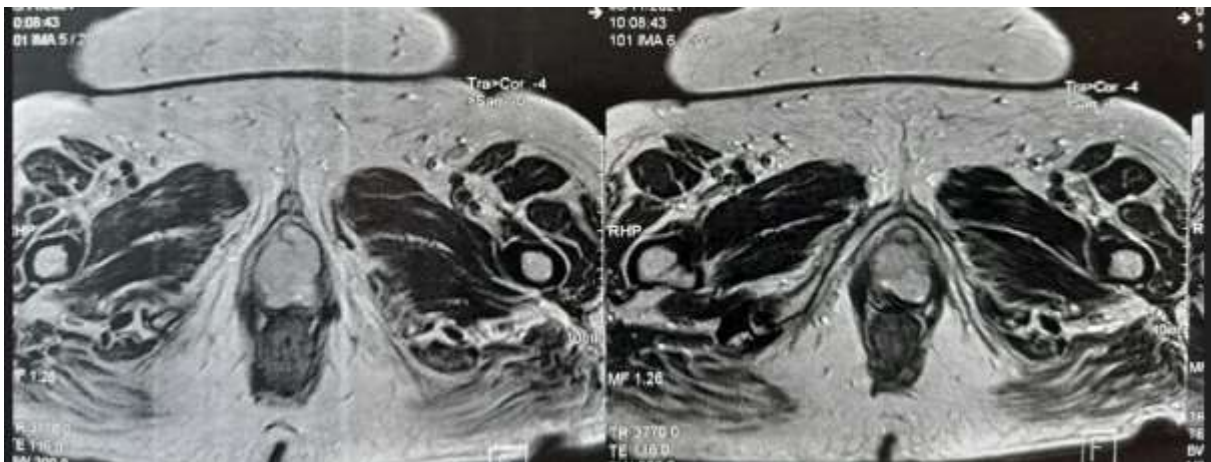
aspect IRM de la lésion vaginale
